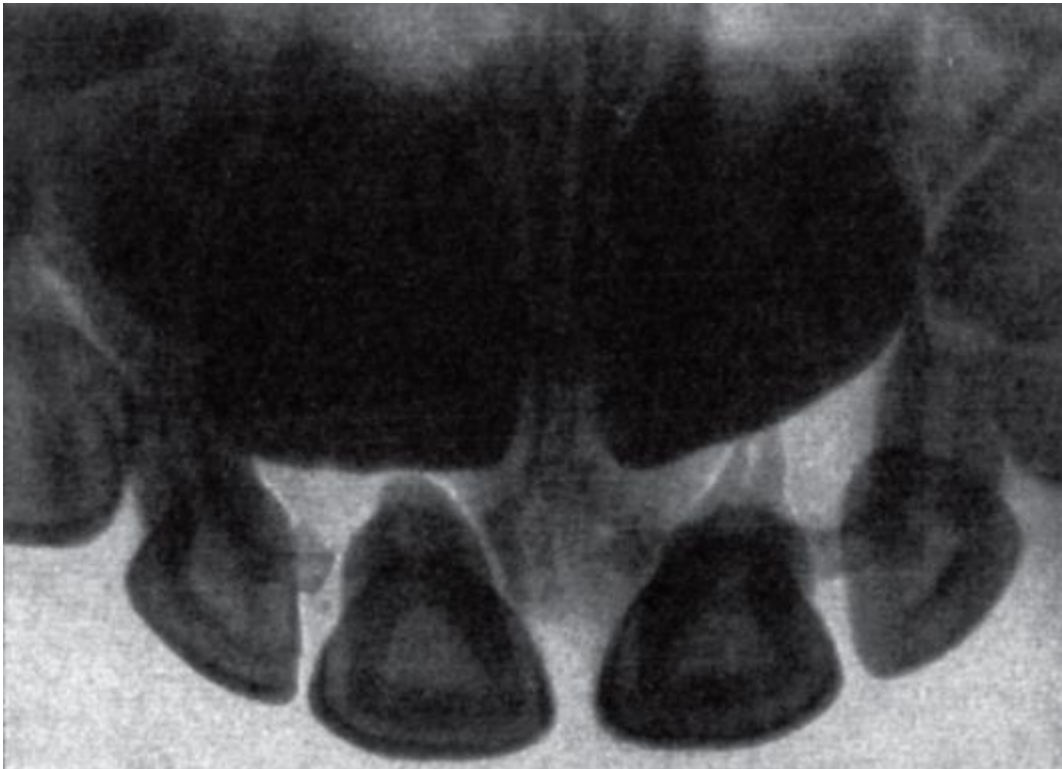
Рентгенограмма временных (молочных) верхних резцов; расположения верхушек их корней относительно дна верхнечелюстной пазухи
